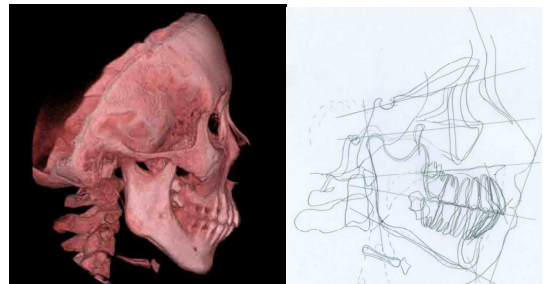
CBCT image and X-P trace of a subject.
